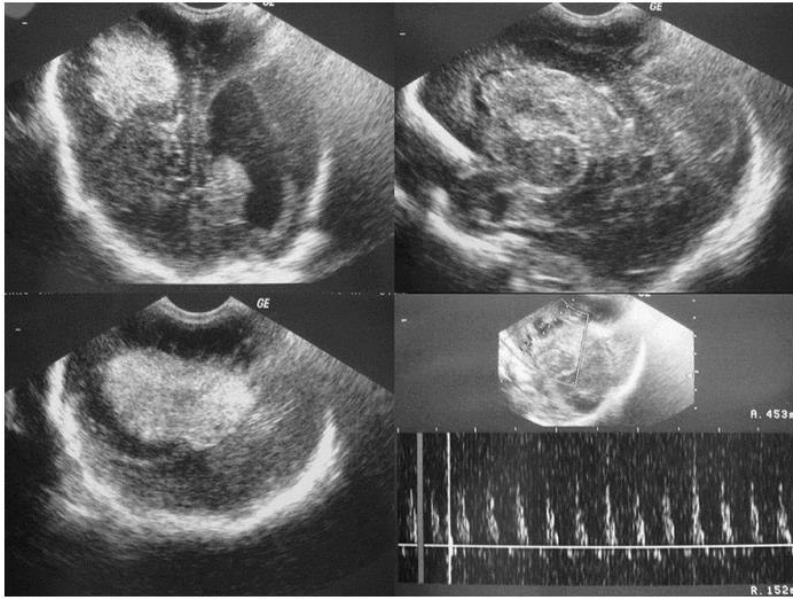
Aumento de la ecogenicidad frontoparietal derecha con "signo de la vela" en Eco-doppler por aumento de la velocidad sistólica e inversión de la diástole.
